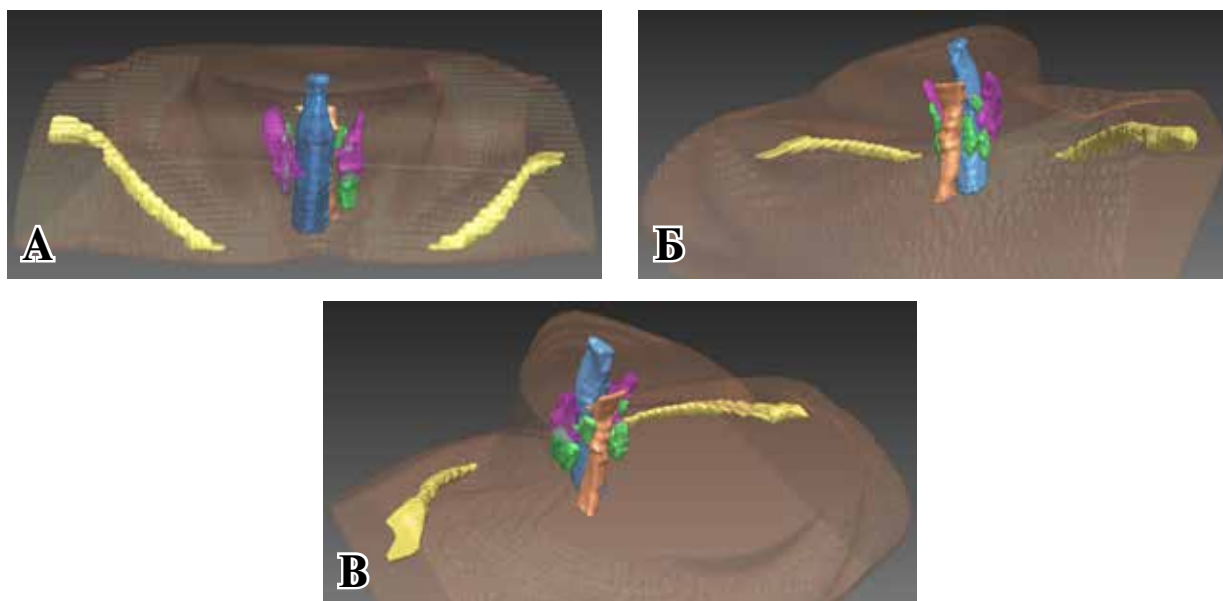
3D-моделирование на основе МРТ, зеленым цветом обозначены аденомы ОЩЖ, синим – трахея, сиреневым – щитовидная железа, коричневым – пищевод.
